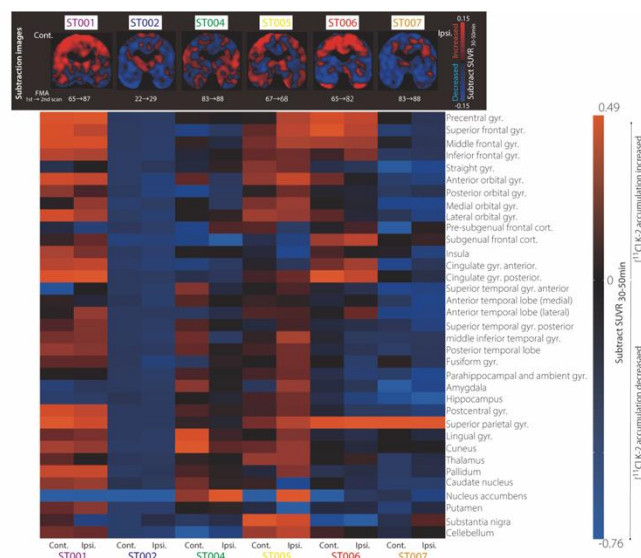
$[^{11}\text{C}]\text{K-2}$ PET 差分画像と ΔSUVR のHeatmap表示
